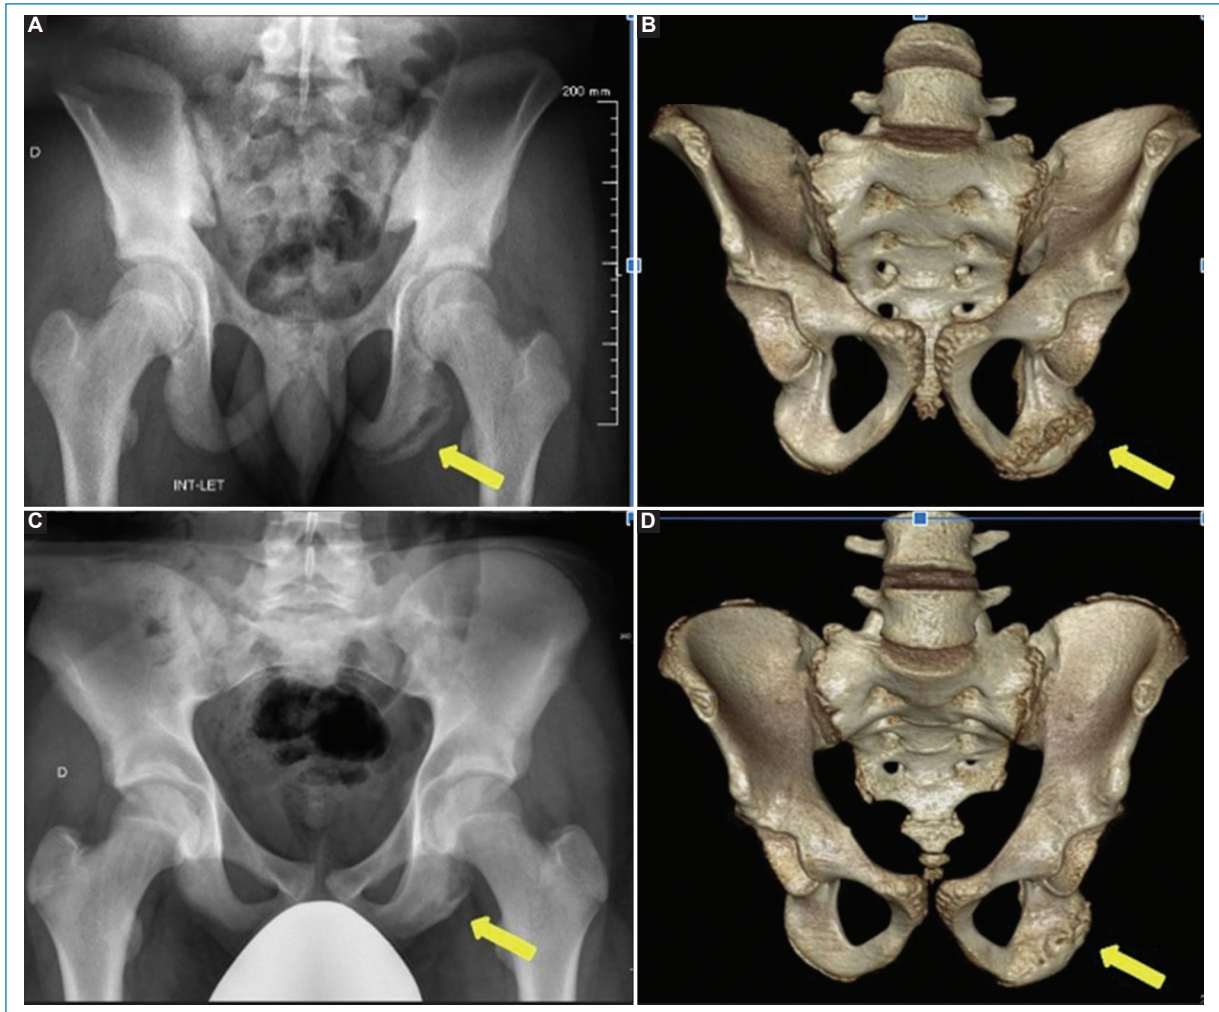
Paciente de 14 años con avulsión de la apófisis isquiática izquierda (flechas). (A) Rx *in let* y (C) Rx anteroposterior de pelvis donde se observa con mejor claridad el fragmento traccionado en la proyección *in let*. (B y D) TC reconstrucción 3D. (A y B) Inicio del cuadro. (C y D) Control con las mismas metodologías diagnósticas tres meses después, donde se aprecian signos reparativos.
